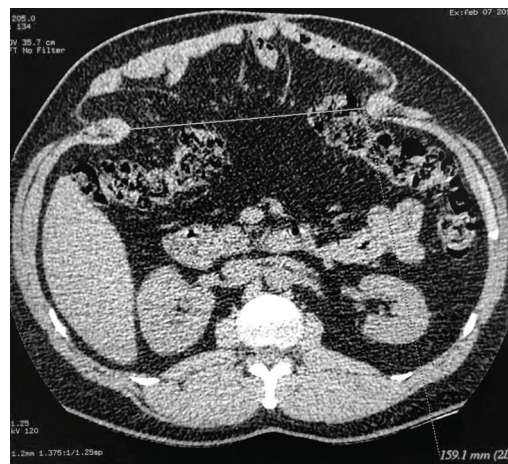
TC abdominal previa a aplicación de botox. Evidencia defecto herniario de 15.9cm.
